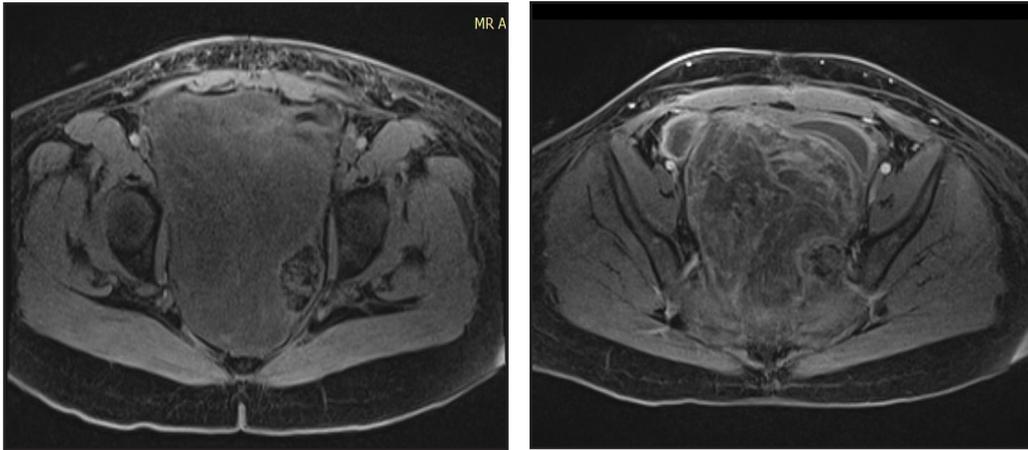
IRM de pelvis corte axial en T1 con saturación grasa. Sin contraste (izquierda), la tumoración es isointensa respecto al músculo, con contraste (derecha), presenta realce trabecular de aspecto arremolinado.
